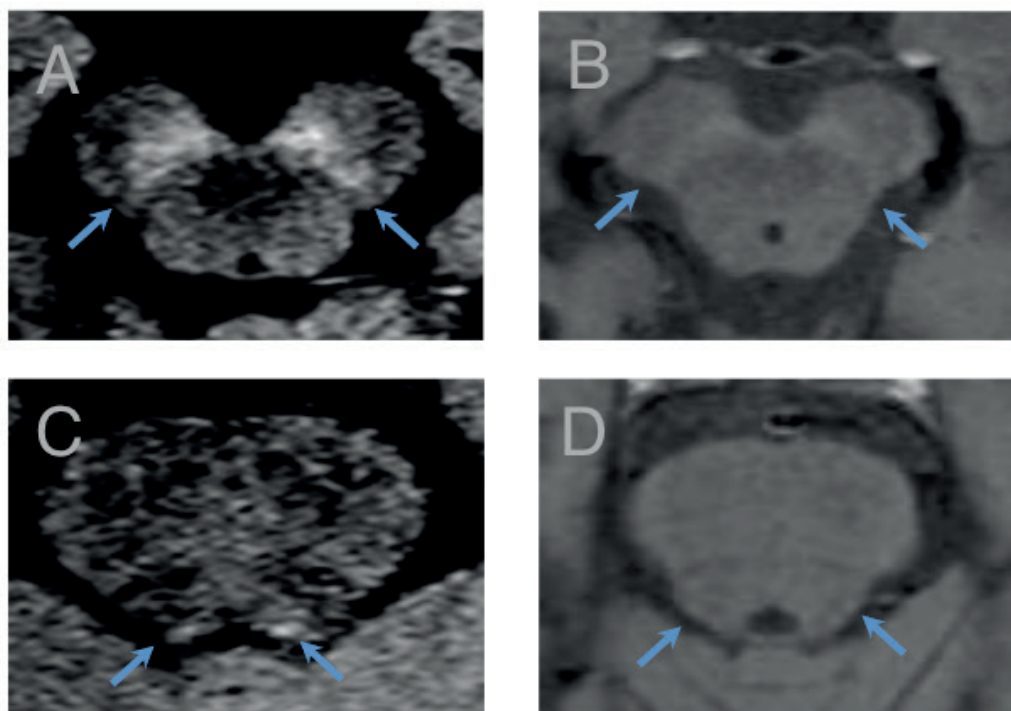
RM seqüência T1 spin-echo axial para estudo de neuromelanina
